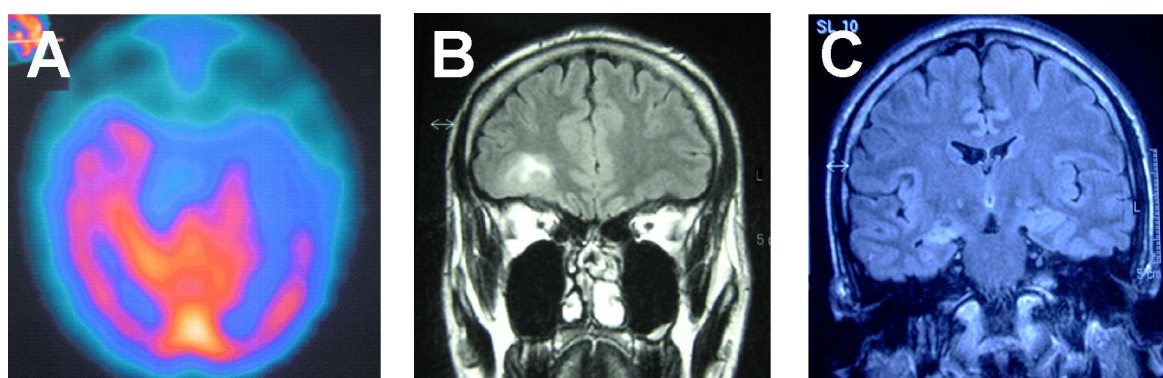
Muestra de imágenes radiológicas de pacientes con epilepsia refractaria. A. Spect Hmpao intercrítico. Imagen en sección horizontal. Epilepsia medial temporal izquierda. B. RM craneal. Imagen en sección coronal. Epilepsia medial temporal derecha. Se observa hiperintensidad en hipocampo derecho. C. RM craneal. Imagen en sección coronal. Epilepsia extratemporal.
